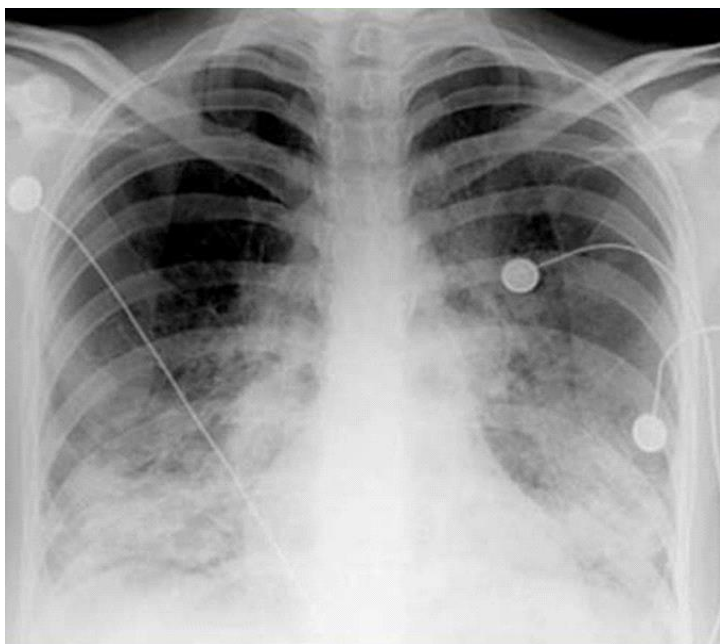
Рентгенограмма ВИЧ – инфицированного больного (пневмоцистная пневмония). На рентгенограмме наблюдается усиление
